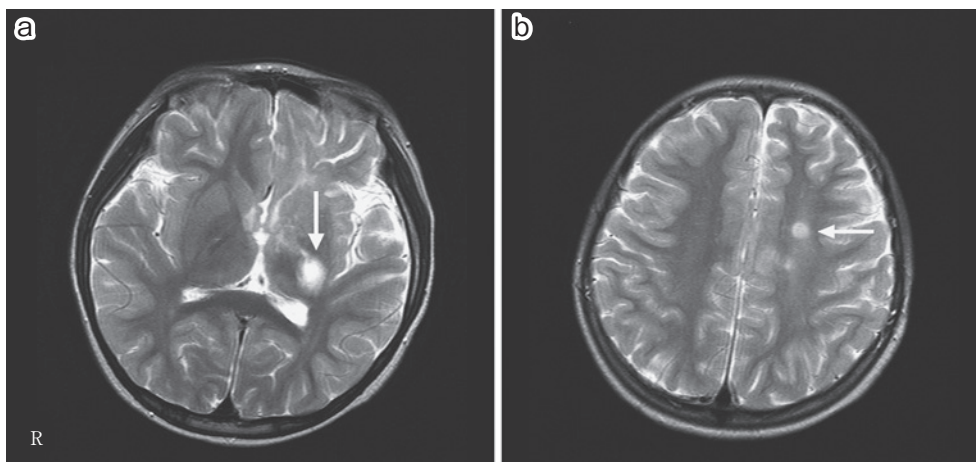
MRI after three sets of steroid pulse therapy.
